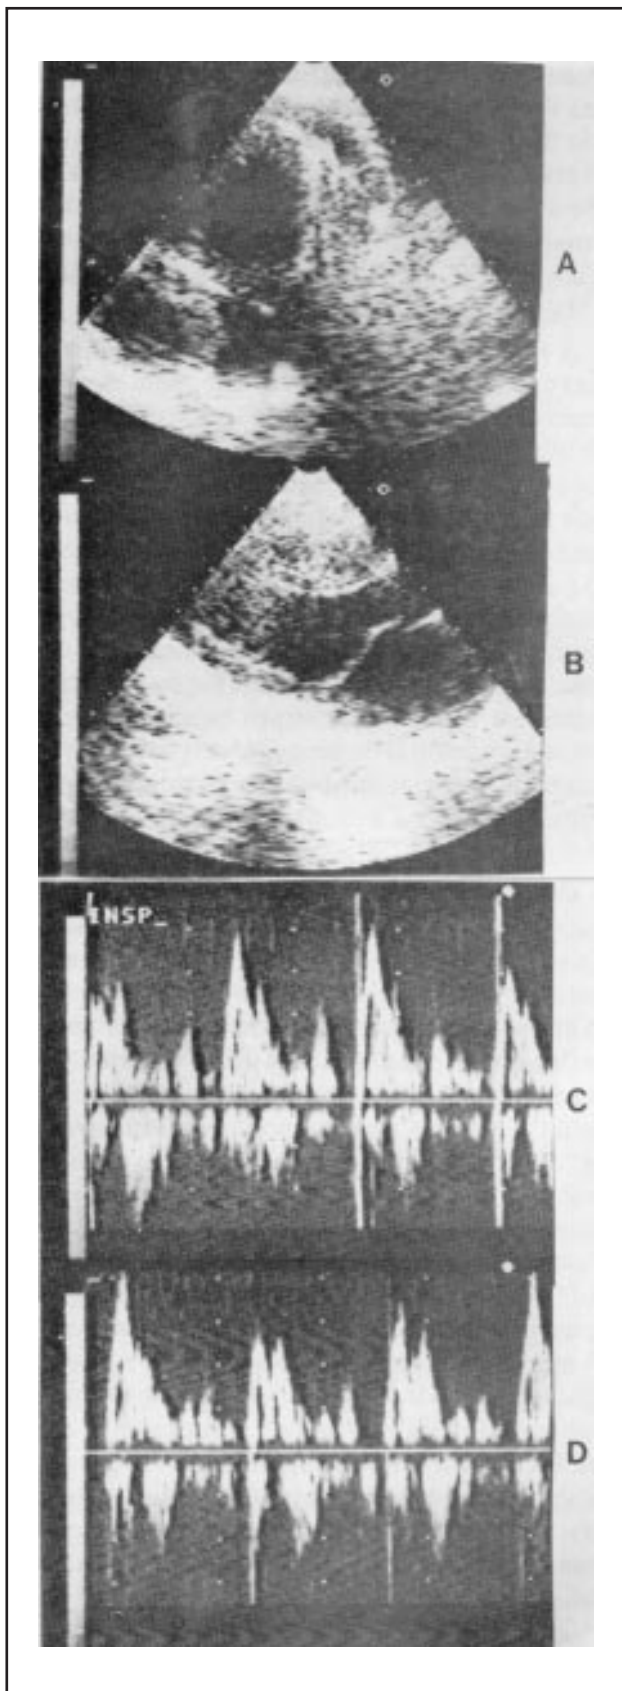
Ecodopplercardiografia pré-operatória: (A) corte apical de quatro câmaras, mostrando o espessamento pericárdico parietal; (B) corte paraesternal longitudinal mostrando espessamento do pericárdio posterior; (C) ecodopplercardiografia transvalvar tricuspídea e (D) mitral. Mostra inversão do fluxo A-V normal e enchimento diastólico rápido.
